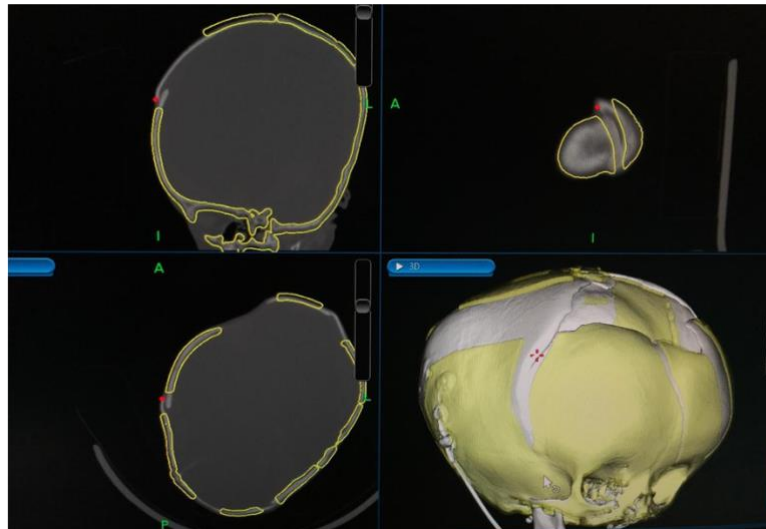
Tomografia Computarizada de comparação entre o modelo após intervenções e a imagem pré-operatória
